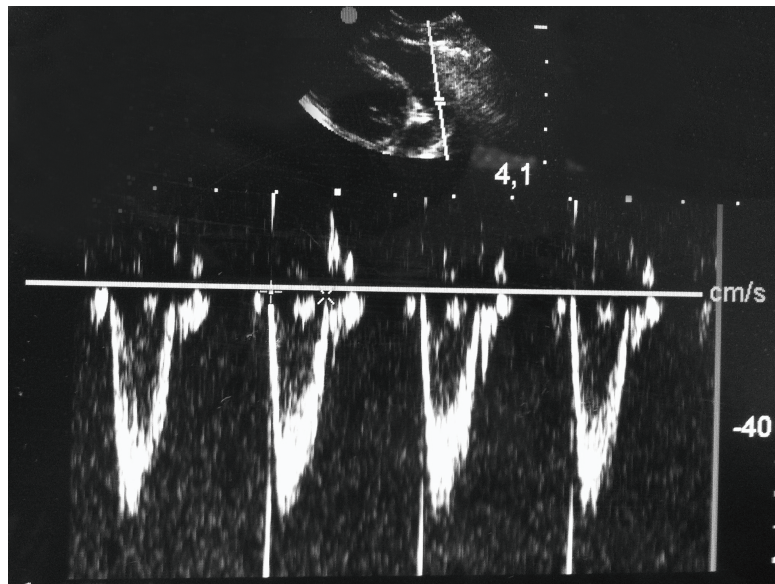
Doppler pulsado a nivel del tracto de salida del ventrículo derecho* Proyección paraesternal eje largo basculando a craneal. Modelo experimental.
